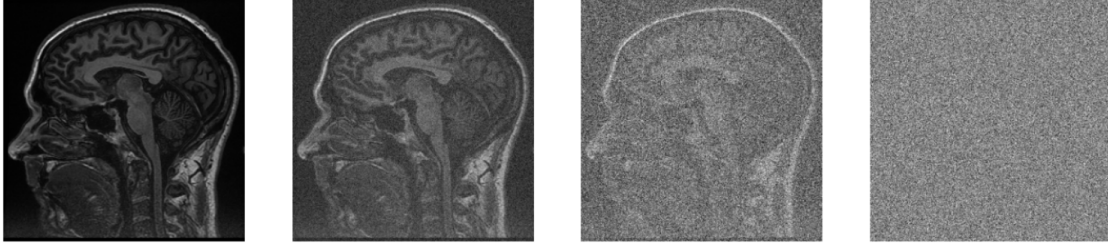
Degradación progresiva de una imagen MRI.
